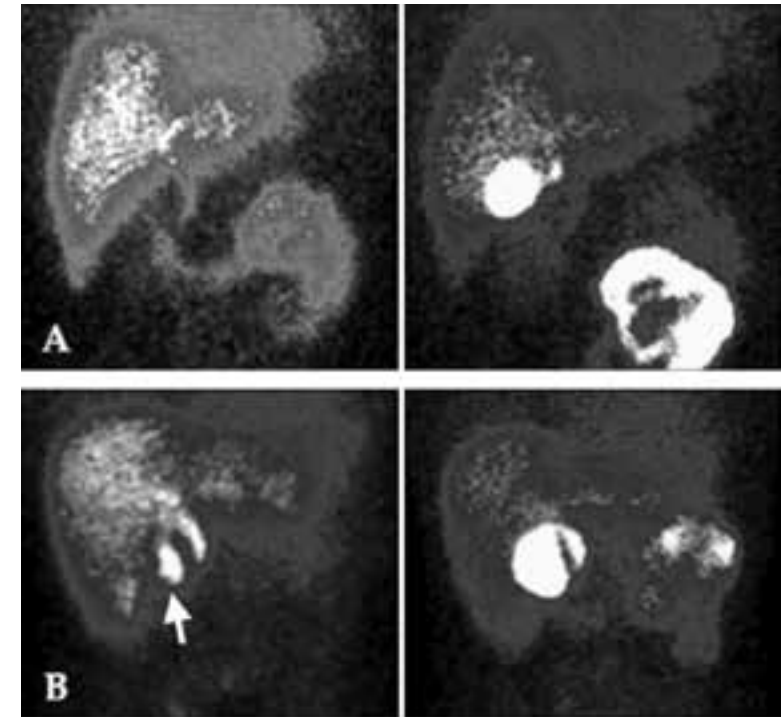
Гепатобилиарная сцинтиграфия у ребенка с билиарной атрезией:
